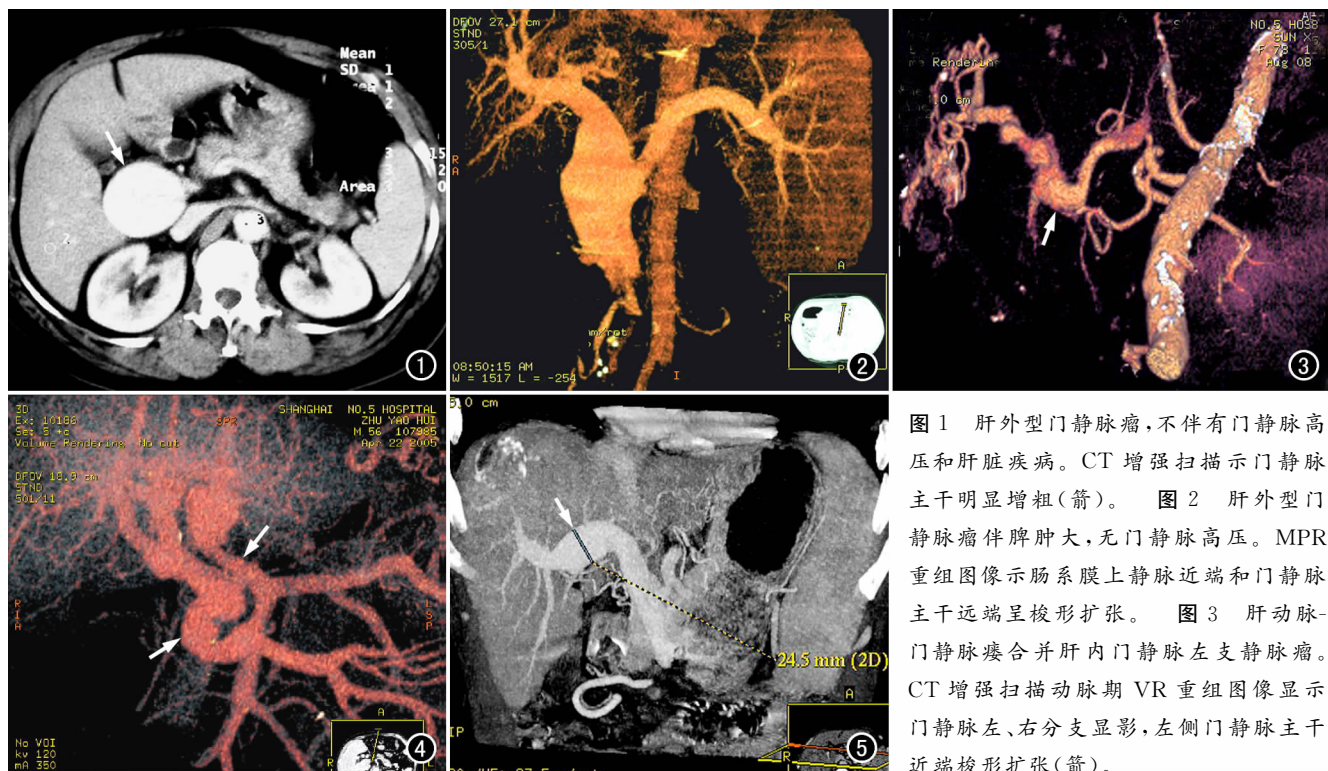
肝外型门静脉瘤,不伴有门静脉高压和肝脏疾病。CT 增强扫描显示门静脉主干明显增粗(箭)。图 2 肝外型门静脉瘤伴脾肿大,无门静脉高压。MPR 重组图像显示肠系膜上静脉近端和门静脉主干远端呈梭形扩张。图 3 肝动脉-门静脉瘘合并肝内门静脉左支静脉曲张。CT 增强扫描动脉期 VR 重组图像显示门静脉左、右分支显影,左侧门静脉主干近端梭形扩张(箭)。
